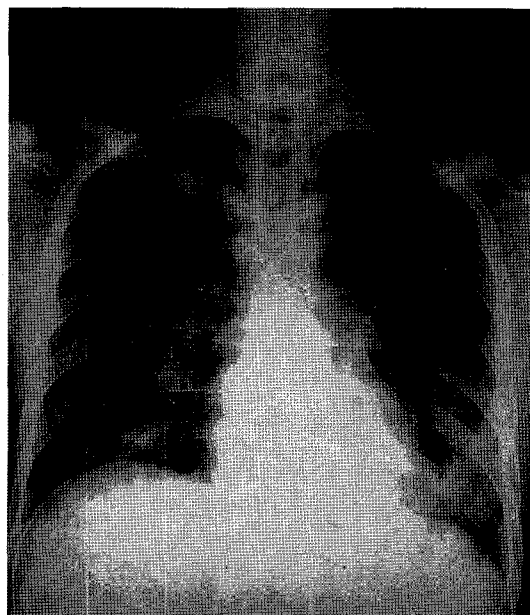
Chest roentgenogram demonstrating diffuse interstitial infiltrates, subcutaneous emphysema and pneumomediastinum.
